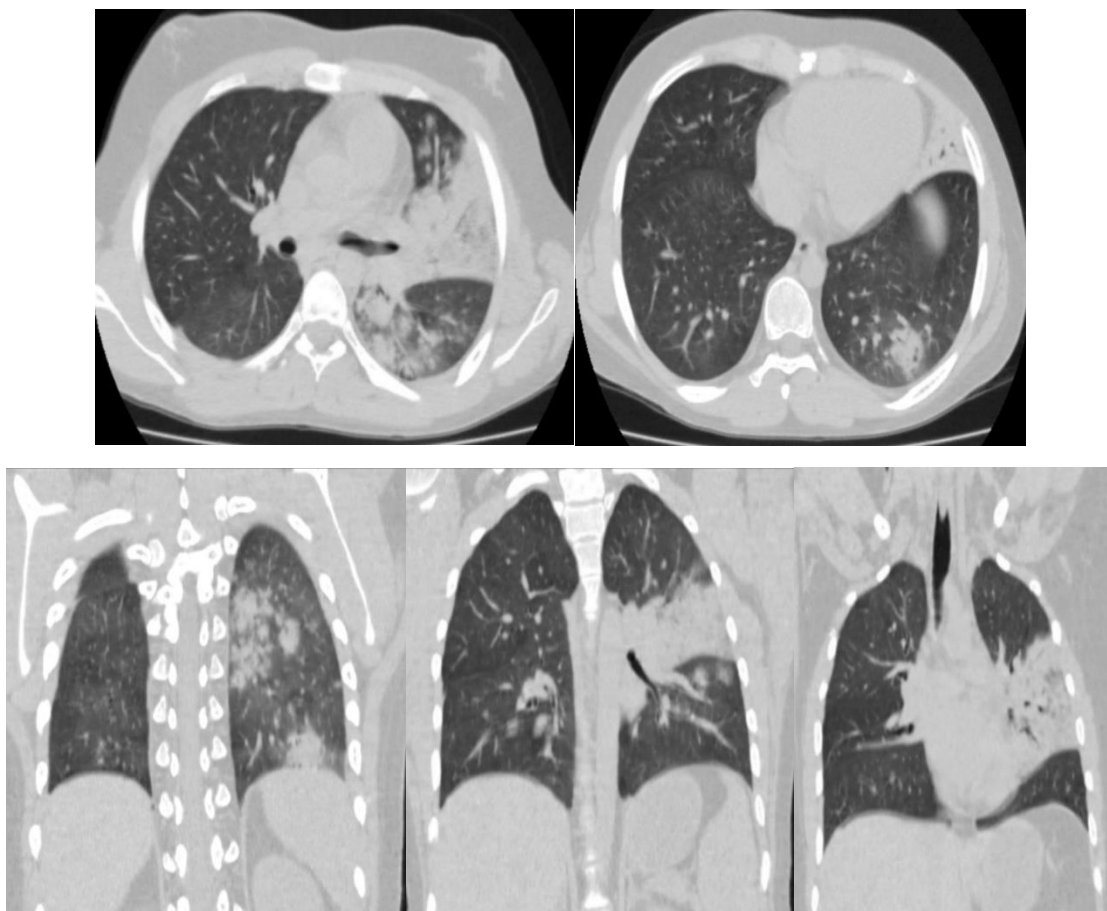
Данные компьютерной томографии на 5 день от начала заболевания (3 сутки от начала терапии). Выраженные двухсторонние инфильтративные изменения в легких (пояснение в тексте)
